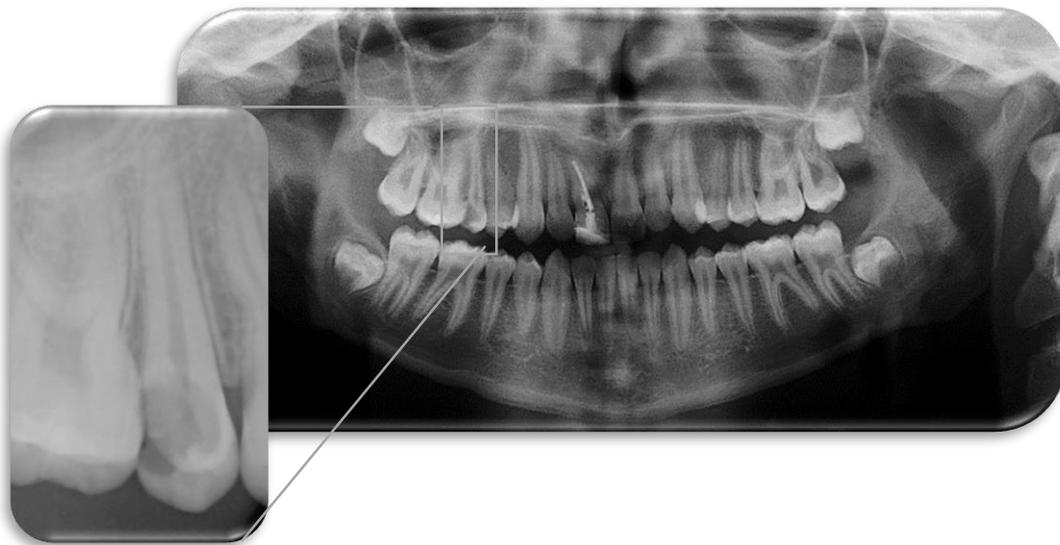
Ortopantomografia com evidência da radiografia periapical do dente 15
